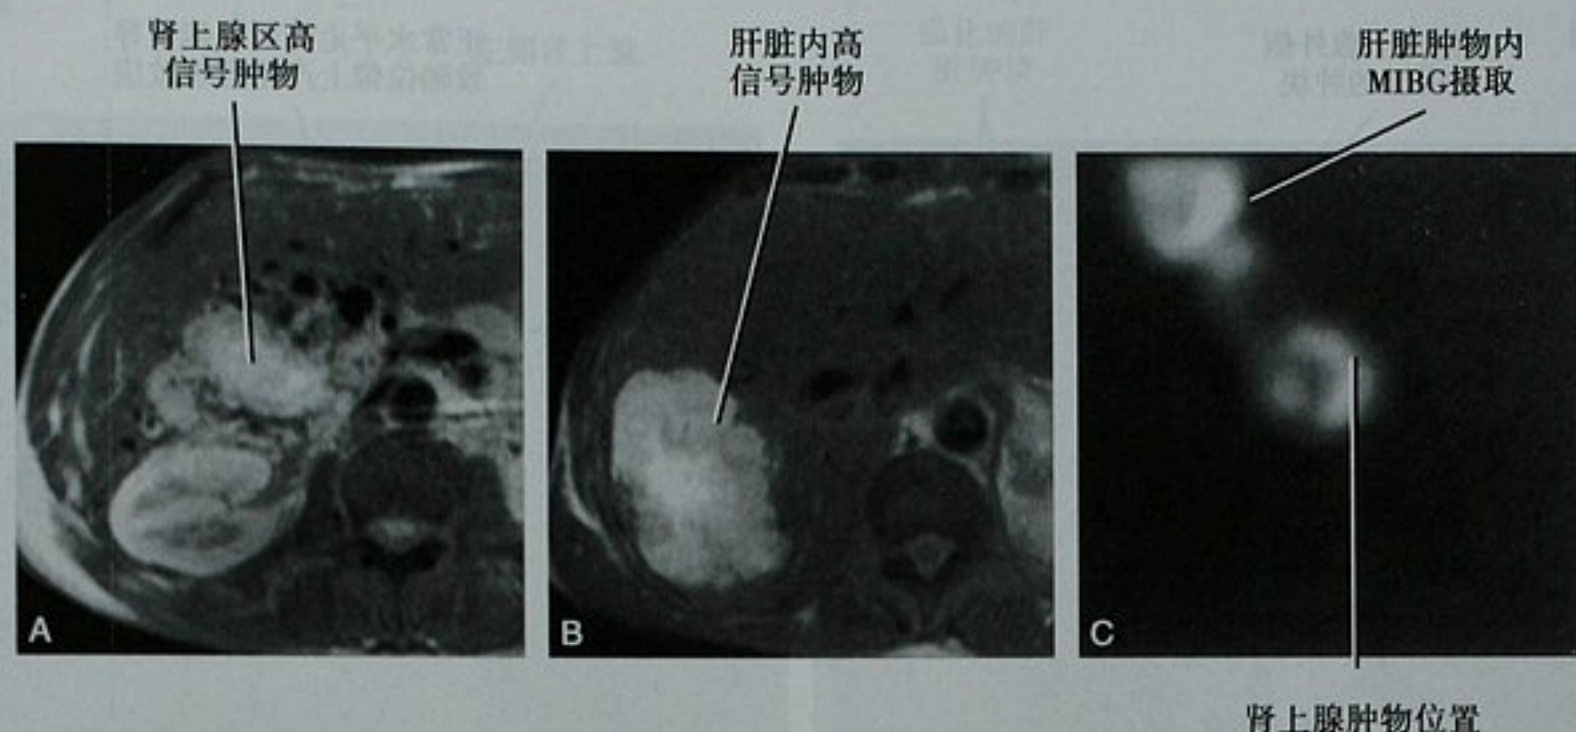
转移性嗜铬细胞瘤患者的 MRI T2WI 图像显示, (A) 原发的肾上腺病灶和 (B) 肝内大转移瘤呈一样的高信号; C. 行 MRI 几天后该患者的 MIBG 冠状位图像显示上述两个病灶均为高摄取
